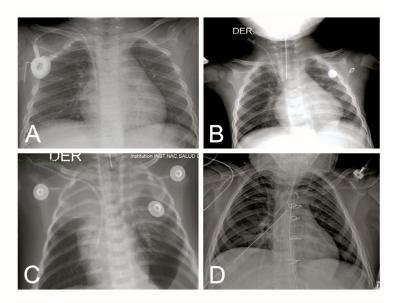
A. Radiografía de torax anteroposterior: Niña de 6 años con antecedente de leucemia linfoblástica aguda en quimioterapia con sospecha de colitis neutropénica. Se observa catéter Port ubicado correctamente a nivel de vena cava superior (flecha blanca). B. Radiografía de tórax anteroposterior de paciente de 10 meses con quemadura grado II y catéter venoso central derecho correctamente ubicado en la unión cavoatrial superior. C. Radiografía de torax anteroposterior: Recién nacido varón de 10 días de vida con derrame pleural izquierdo y atelectasia del lóbulo superior derecho que presenta catéter venoso central derecho mal colocado con cabo distal proyectado en la aurícula derecha. D. Paciente de 5 años post operado de estenosis aórtica con presencia de catéter de Swan Gans con cabo distal ubicado a nivel de la rama izquierda de la arteria pulmonar.
